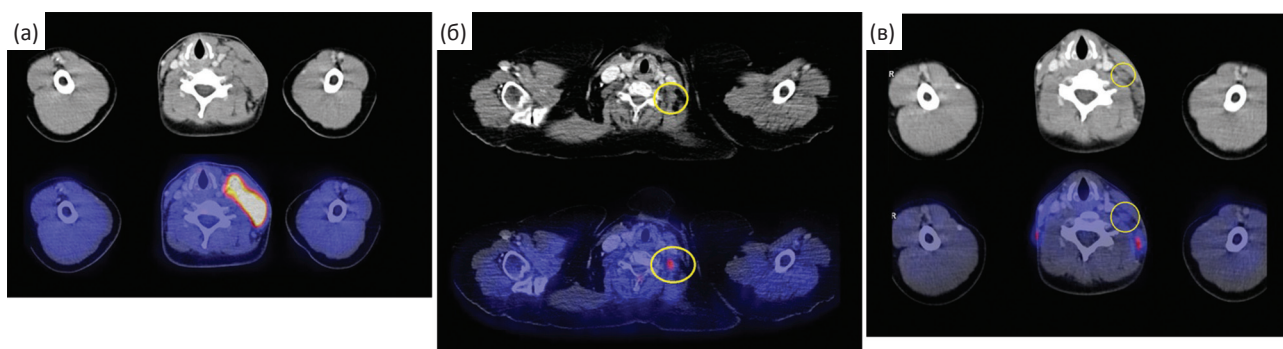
ПЭТ/КТ с ¹⁸F-ФДГ до начала лечения: (а) – активное накопление ¹⁸F-ФДГ в лимфатических узлах при нодулярном склерозе у пациента с субфебрильной температурой и снижением массы тела на 5 % в течение 1 мес, SUV_{max} в опухолевом очаге 18,56; (б) – низкая метаболическая активность в лимфатических узлах при смешанно-клеточном варианте лимфомы Ходжкина у пациента без общей симптоматики, SUV_{max} в опухолевом очаге 2,71; (в) – накопление ¹⁸F-ФДГ на уровне фона в пораженном лимфатическом узле при смешанно-клеточном варианте лимфомы Ходжкина у пациентки без общей симптоматики
